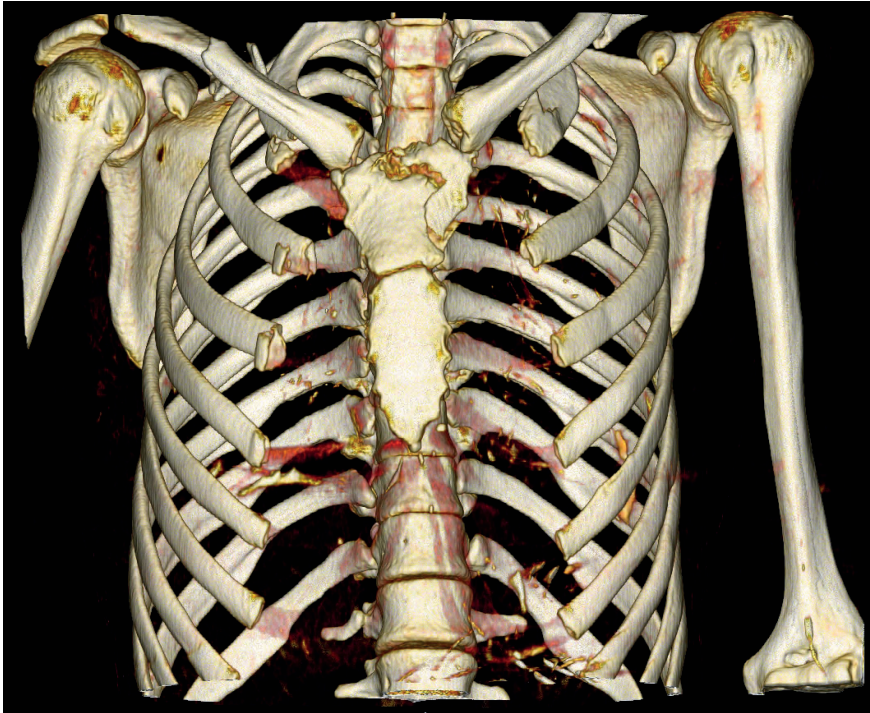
Reconstrução tridimensional de Tomografia Computadorizada do Tórax sem contraste, evidenciando fraturas no manúbrio esternal, nas costelas 1 bilateralmente e 2,3 e 4 à direita e nas clavículas bilateralmente.
